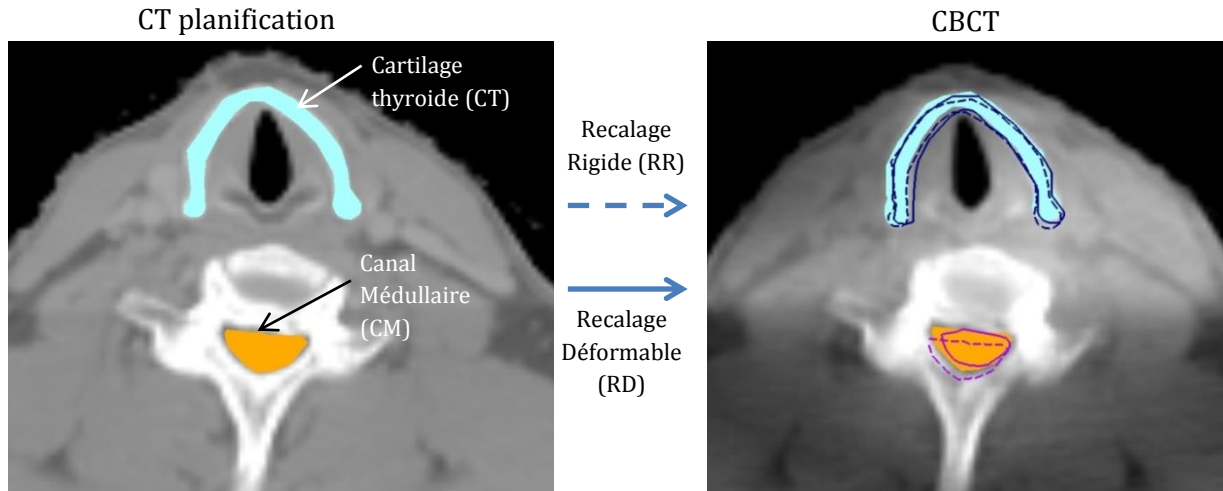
Transposition des volumes d'intérêts du scanner de planification (CT) au CBCT.
